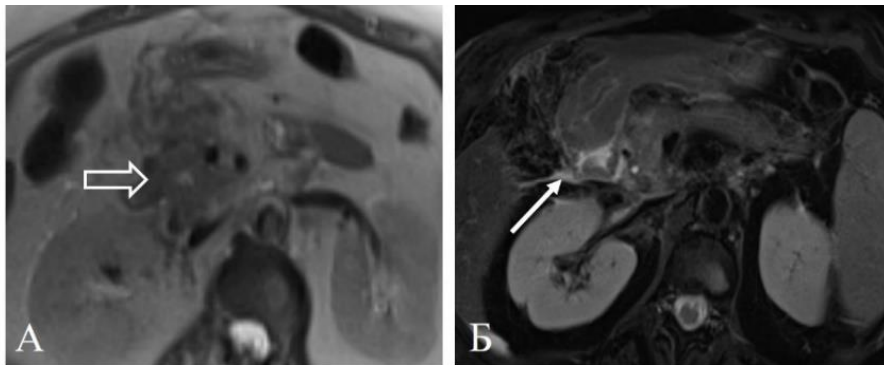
Та же пациентка. МРТ в режиме Т2 (А) и Т2 с жироподавлением (Б) через 8 нед. после ТЛЛНМ демонстрирует умеренный отек паренхимы
